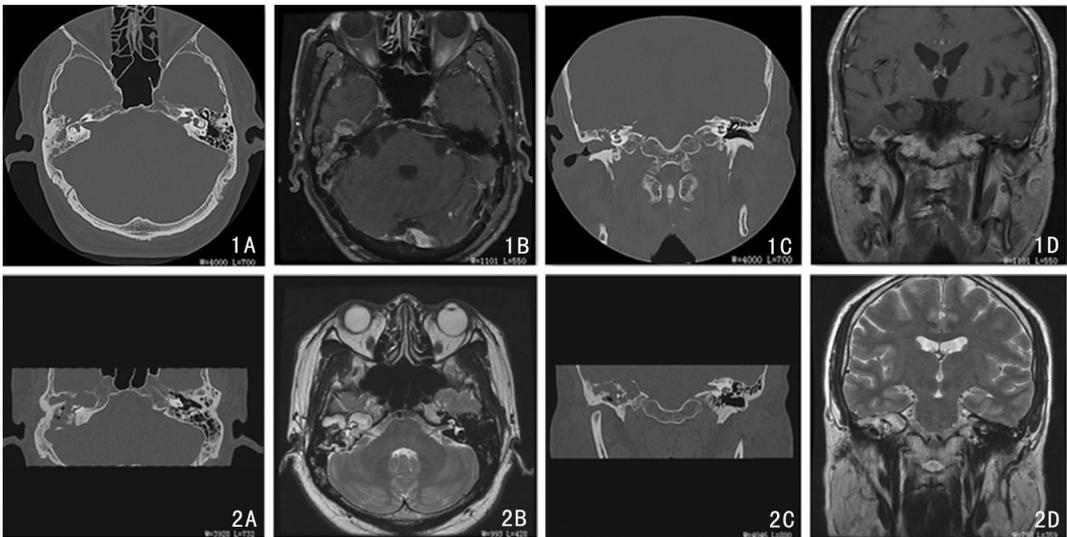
右侧面神经肿瘤患者,右侧面瘫 5 年,面神经功能 House-Brackmann 分级 V 级,无实用听力 1A:颞骨 CT 水平位;1B:头颅增强 MRI 水平位可见病变位于膝状神经节,向上突入中颅底,脑膜尚保持完整;1C:颞骨 CT 冠状位;1D:头颅增强 MRI 冠状位可见病变突出于外耳道,听骨链受累 图 2 右侧岩骨胆脂瘤患者,右耳流脓伴听力下降 4 年,面神经功能 HB III 级,无实用听力 2A:颞骨 CT 水平位;2B:头颅 MRI T2 水平位;2C:颞骨 CT 冠状位;2D:头颅 MRI T2 冠状位可见右侧颞骨岩部广泛病变,累及中耳、内耳
